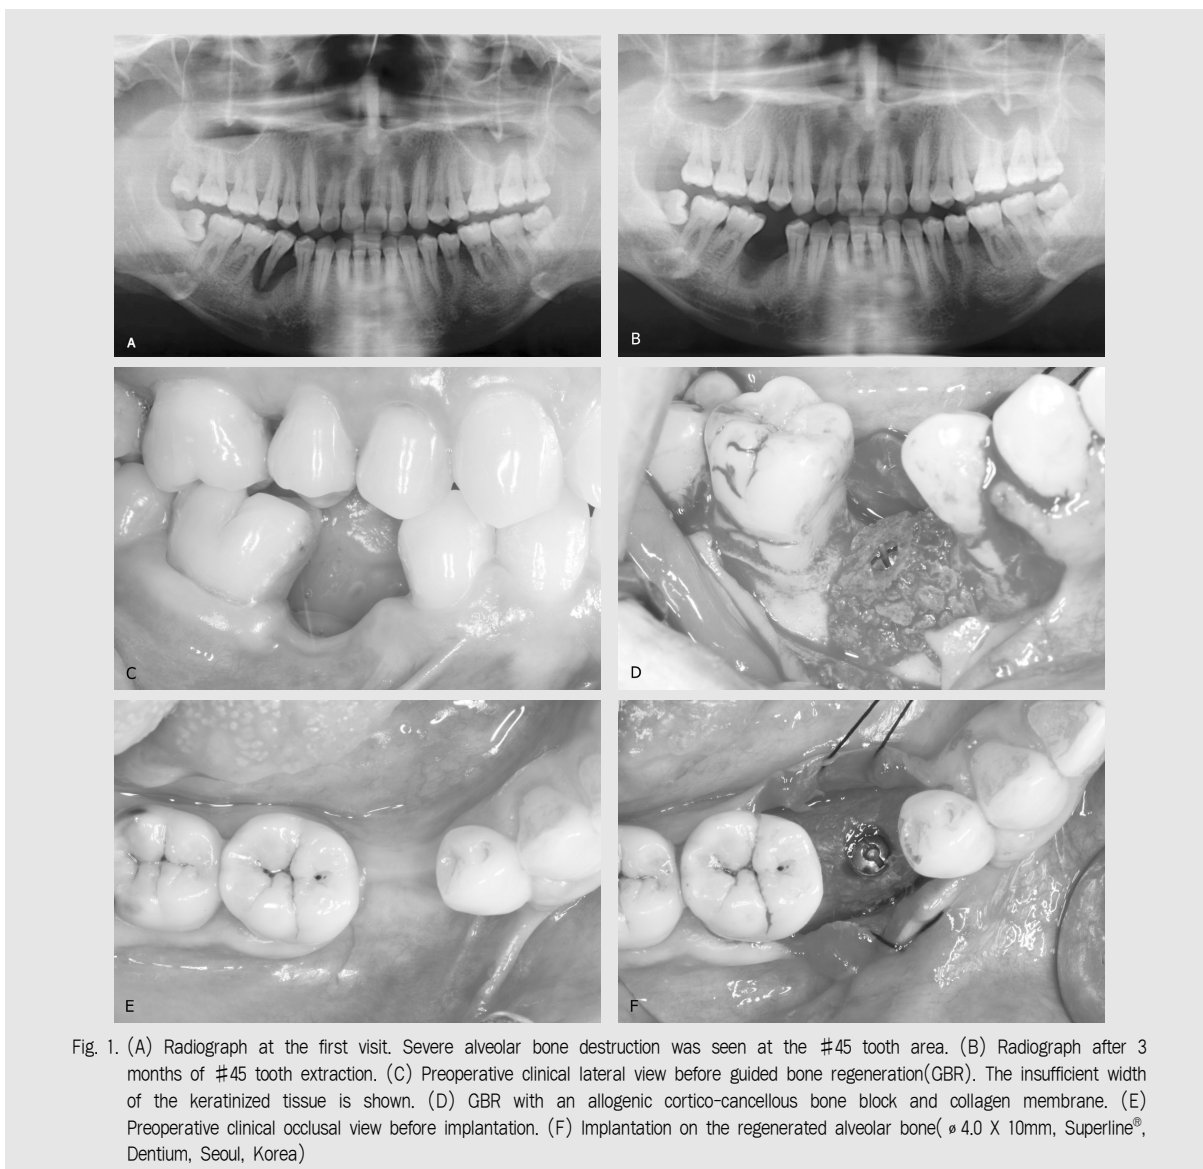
(A) Radiograph at the first visit. Severe alveolar bone destruction was seen at the #45 tooth area. (B) Radiograph after 3 months of #45 tooth extraction. (C) Preoperative clinical lateral view before guided bone regeneration(GBR). The insufficient width of the keratinized tissue is shown. (D) GBR with an allogenic cortico-cancellous bone block and collagen membrane. (E) Preoperative clinical occlusal view before implantation. (F) Implantation on the regenerated alveolar bone($\phi 4.0 \times 10\text{mm}$, Superline[®], Dentium, Seoul, Korea)
